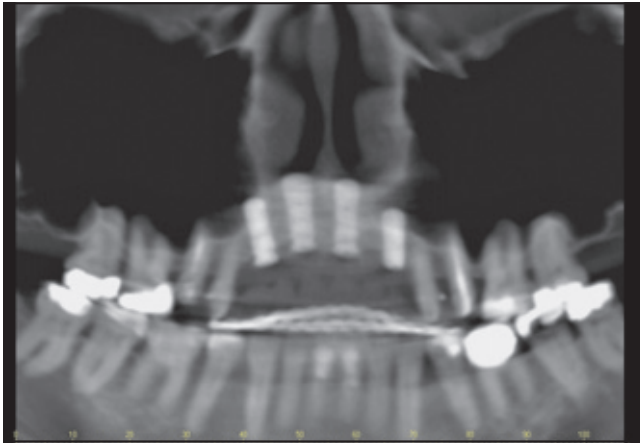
Computertomografie des augmentierten Alveolarkamms nach 8-monatiger Einheilung mit Implantaten in situ.
